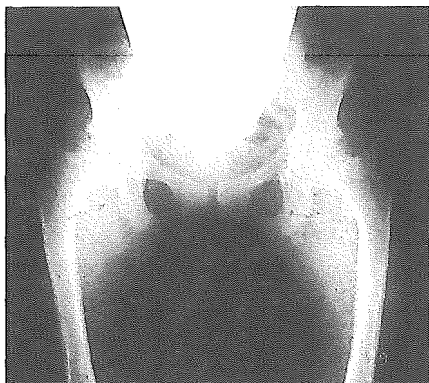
X型コラーゲンのC末にG595R変異を有する骨幹端異形成症 Schmid 型の14歳女児のX線像
